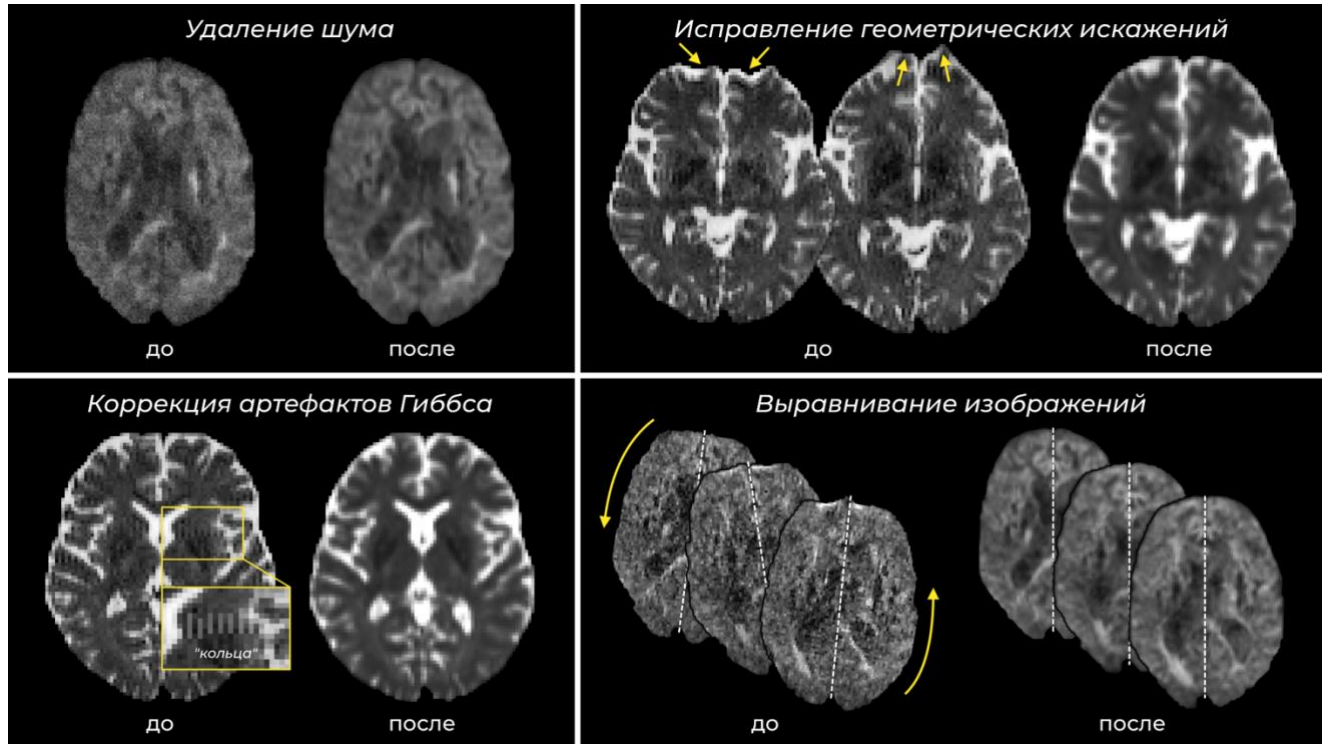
Основные этапы предобработки диффузионных данных.
